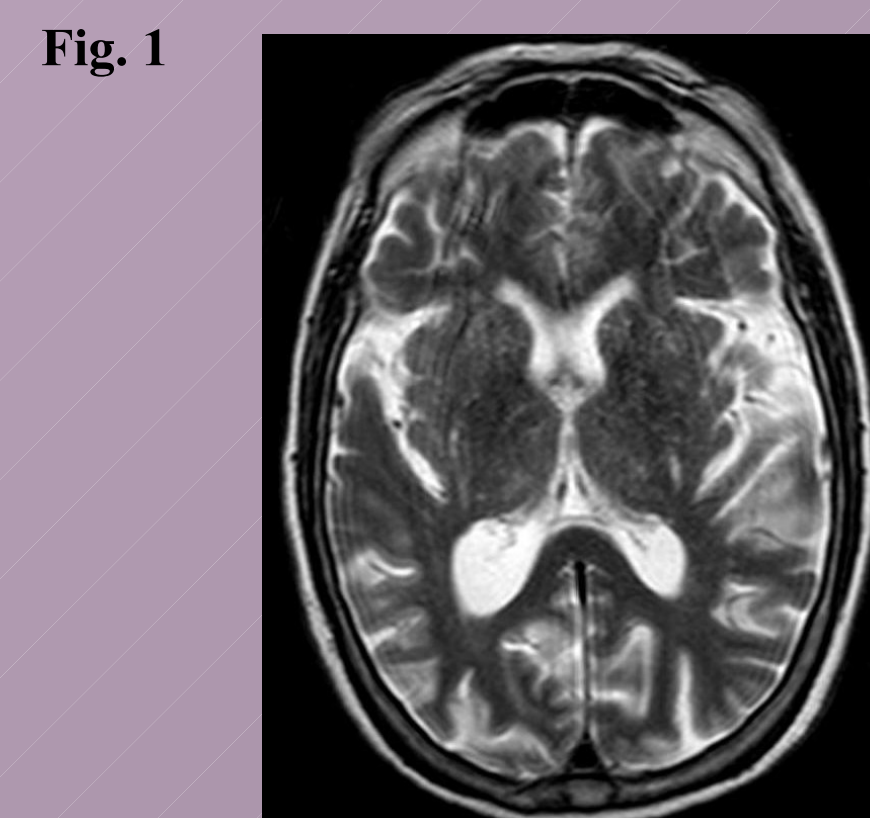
T2 Assiale Fig 2 DWI assiale, mostrano un pattern di alterazione corticale isolato Fig3. T2 assiale Fig.4 DWI assiale documentano, oltre all'interessamento corticale la comparsa di sfumato interessamento nucleobasale.
